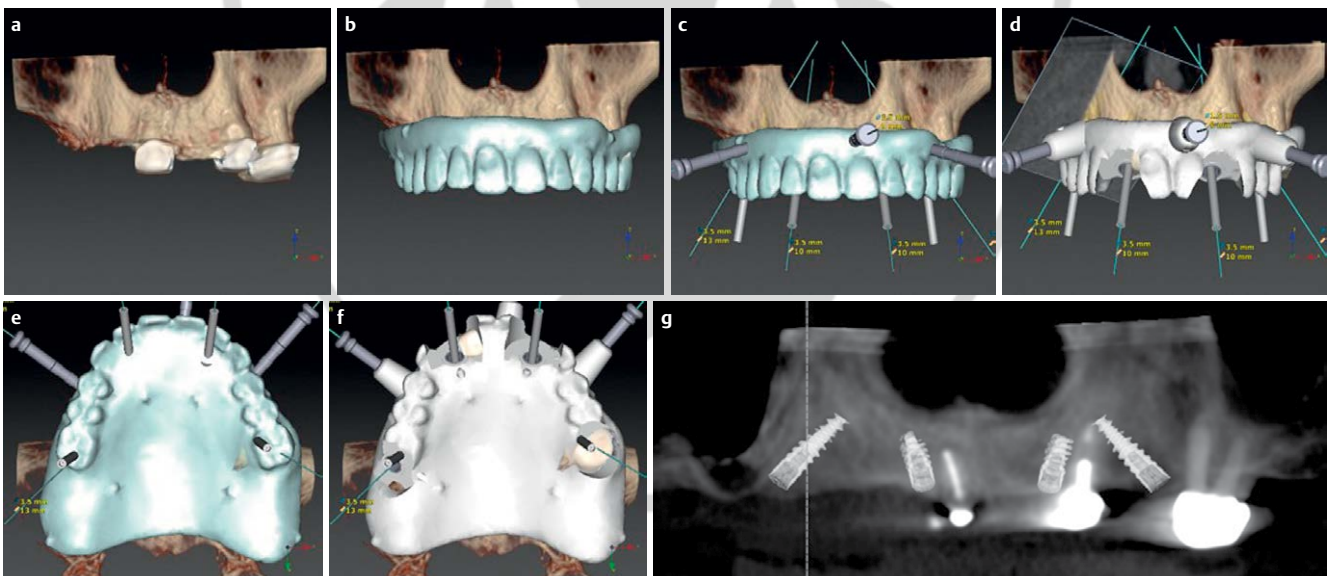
Screenshots, die den Planungsprozess von der Röntgen- zur Führungsschablone und die virtuell geplanten Implantatpositionen darstellen.
